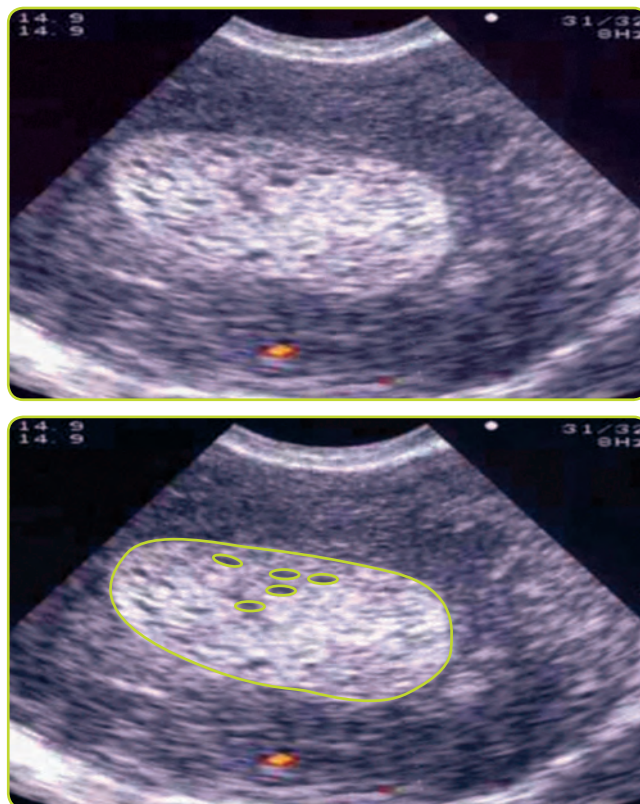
a y b. Cortes transversales del útero en una ecografía transvaginal. Se observa un endometrio claramente aumentado de tamaño (círculo externo), con algunas zonas muy pequeñas econegativas en su interior (círculos pequeños), correspondiente a un patrón microquístico. Imágenes compatibles con sospecha de cáncer de endometrio.
